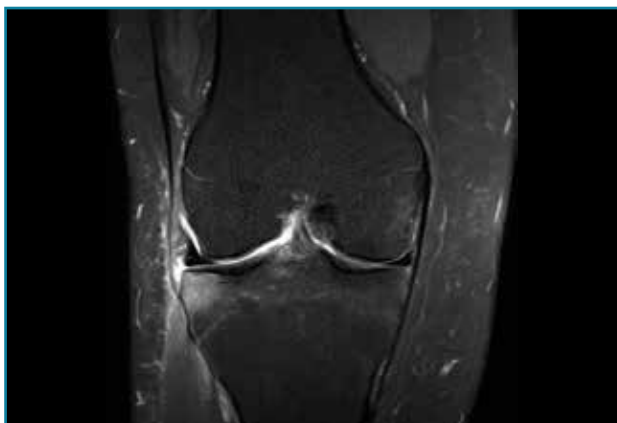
Corte de secuencia coronal T2 Fat-Sat de RM de rodilla: zona de edema óseo en la meseta tibial externa por contusión.
